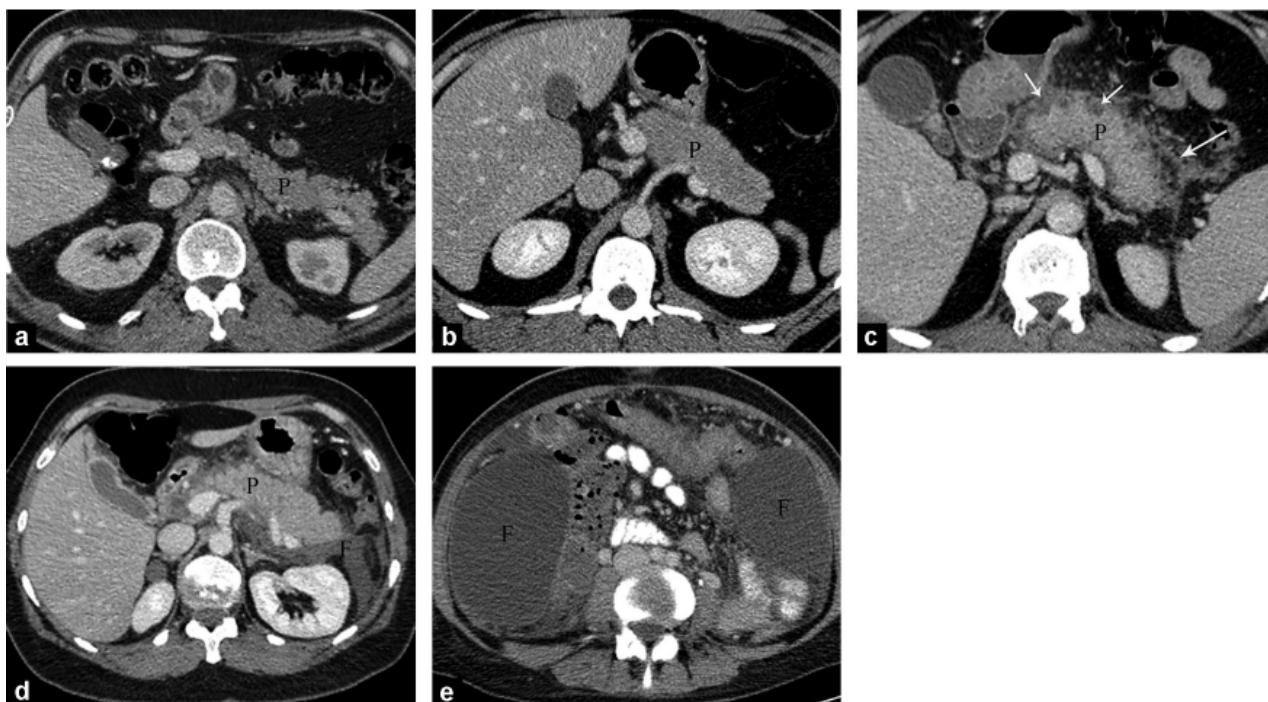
Système de cotation par TDM de Balthazar [87] : a : grade A : pancréas normal ; b : grade B : hypertrophie pancréatique ; c : grade C : inflammation pancréatique et de la graisse péripancréatique (flèche longue) (de petites zones nécrotiques superficielles [petites flèches] sont également visibles) ;d : grade D : Dépanchement péripancréatique isolé (F) ; e : grade E : deux épanchements liquidiens (F).
